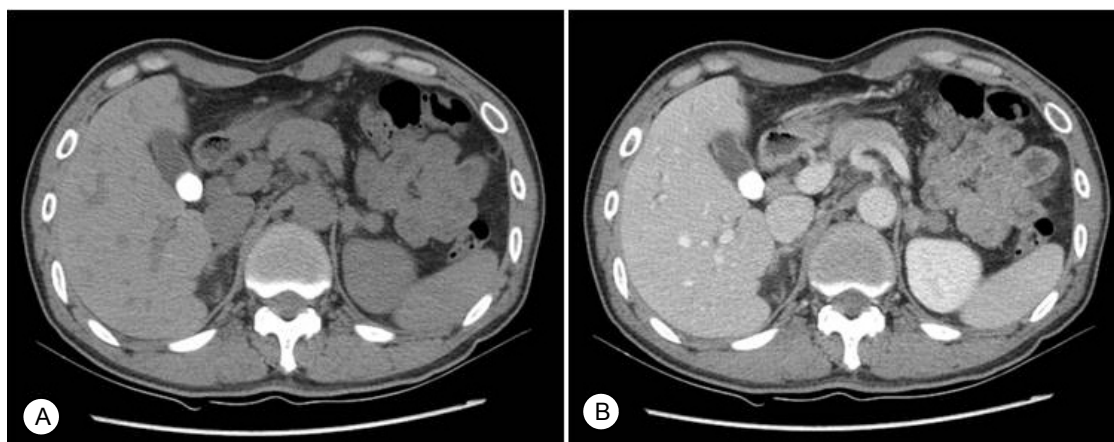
Dynamic adrenal gland computed tomography. Both adrenal gland show nodular hyperplasia and enlargement. (A) pre-enhance phase, (B) arterial phase.
